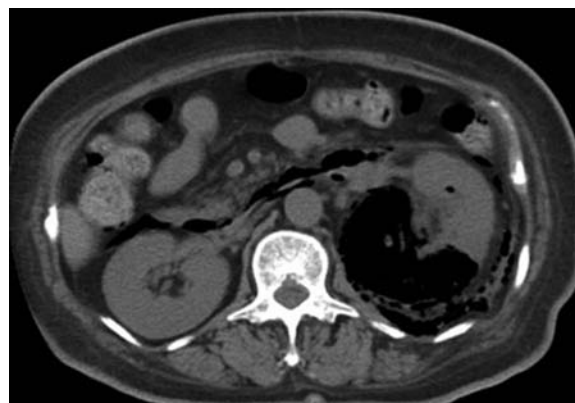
CT reveals a gas shadow widespread not only in the left renal parenchyma but also in the retroperitoneal space with extension to the right pararenal space on the second day of hospitalization.
